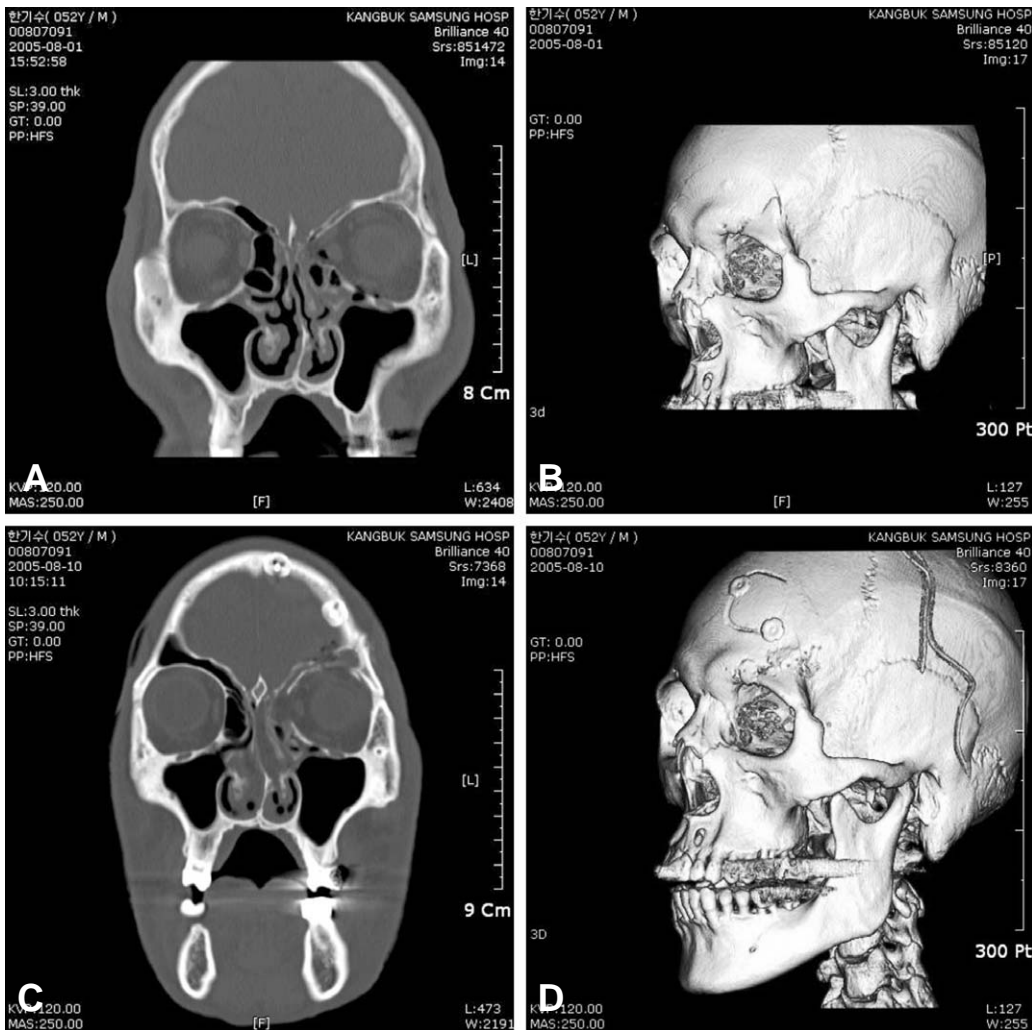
(A) 52-year old male patient whose left medial orbital wall was fractured and displaced. Preoperative conventional CT. (B) Preoperative 3D MDCT view. (C) and (D) Postoperative view of the conventional CT and 3D MDCT.
